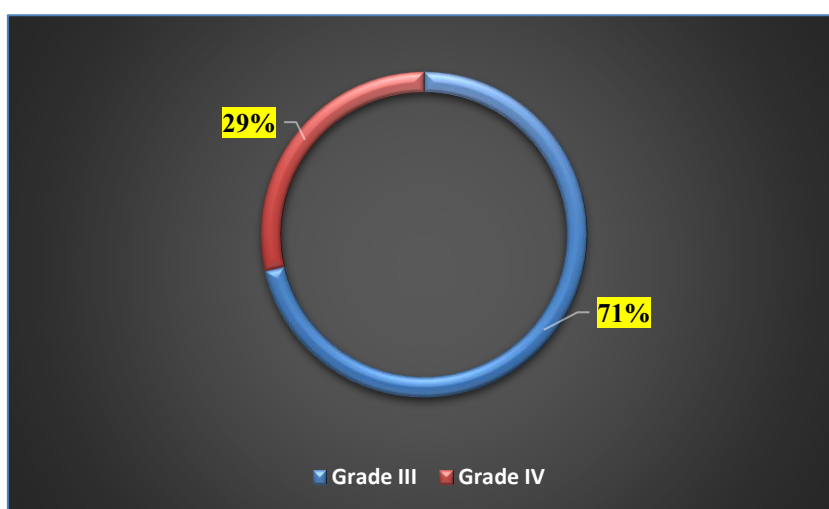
Répartition des patients selon les résultats de l'Angio-IRM cérébrale.
